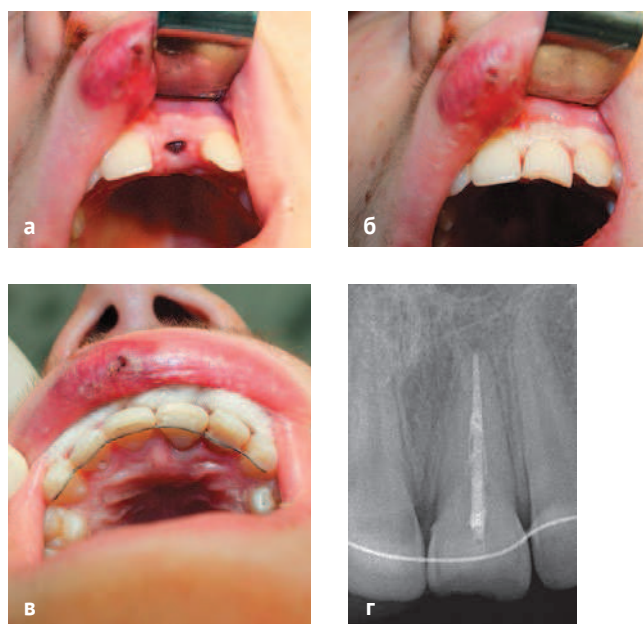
Этапы операции реплантации: а) медикаментозная обработка лунки зуба, б) установка зуба в альвеолу, в) шинирование, г) прицельная внутриротавая рентгенограмма спустя 1 месяц
